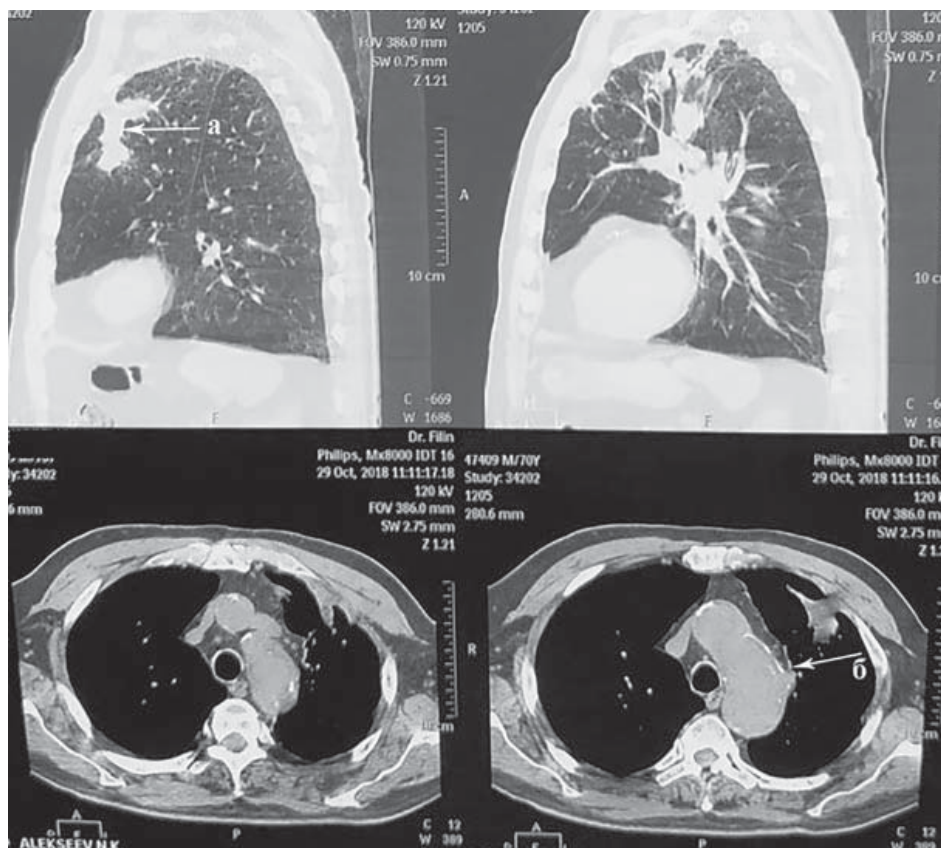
СКТ ОГП через 2 міс після бронхоблокації: *а* — ділянка пневмофіброзу, *б* — пенетруюча виразка перешийка аорти.
